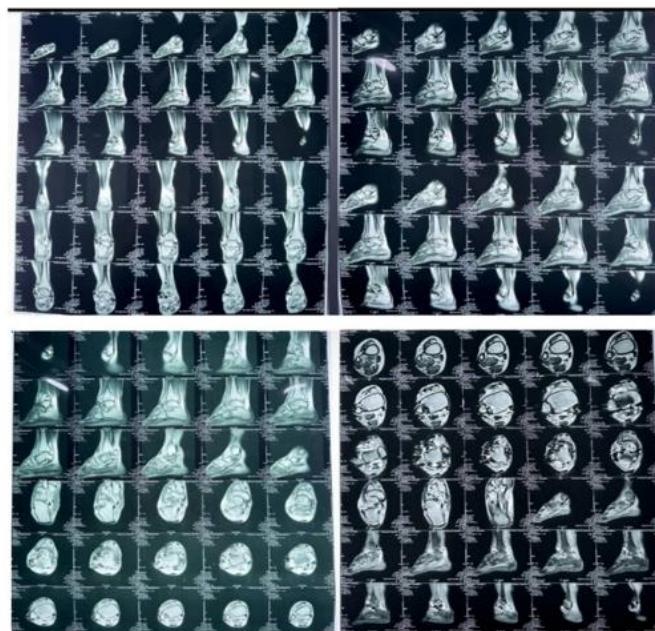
Эти рентгенологические признаки вызвали серьёзное подозрение на пигментный виллонодулярный синовит (ПВНС), среди других дифференциальных диагнозов.
